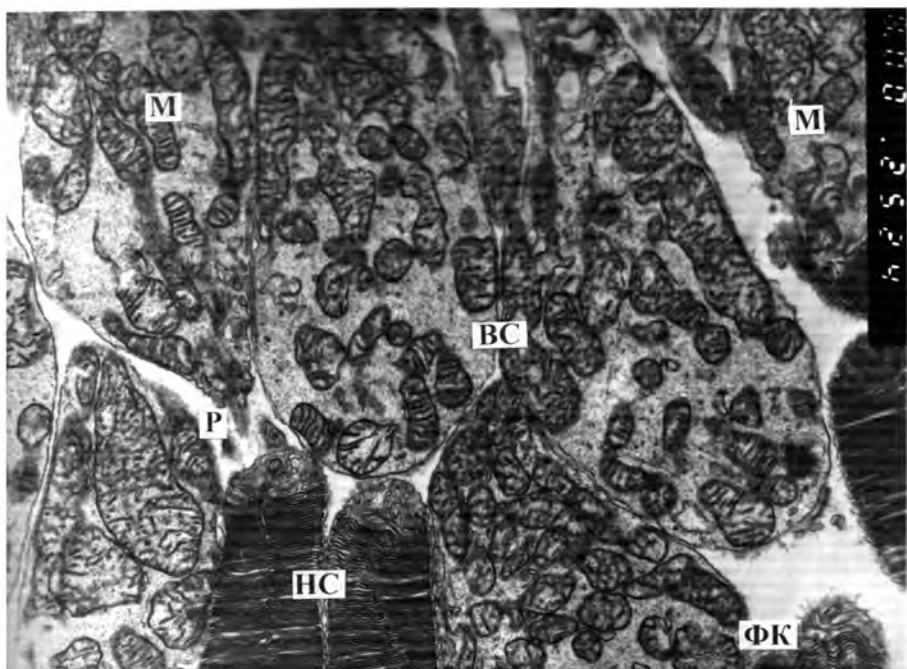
Ультраструктура сетчатки кролика через 1 неделю после моделирования контузии сетчатки. Элементы деструкции мембранных структур НС ФР. «Поломка» реснички, которая соединяет НС и ВС. Электронная микрофотография. X 8 000.
